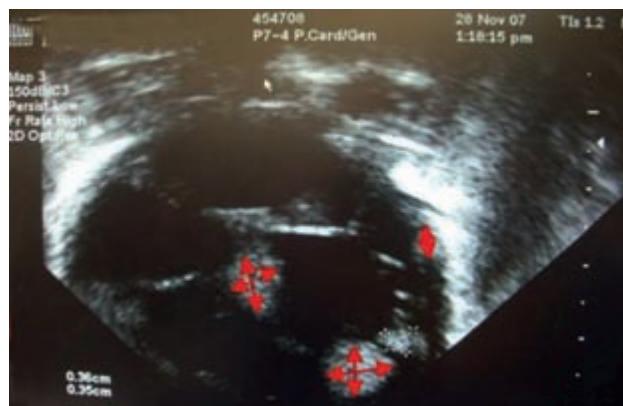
Ecocardiograma al ingreso del paciente; muestra múltiples rabdomiomas en el ventrículo izquierdo.
